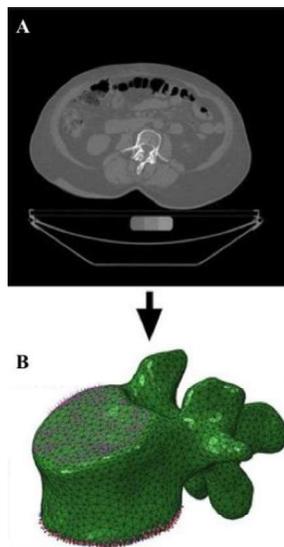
Exemplo de modelo computacional da vértebra L1 (B) desenvolvido de imagens de tomografia computadorizada (A) de um indivíduo [6].
